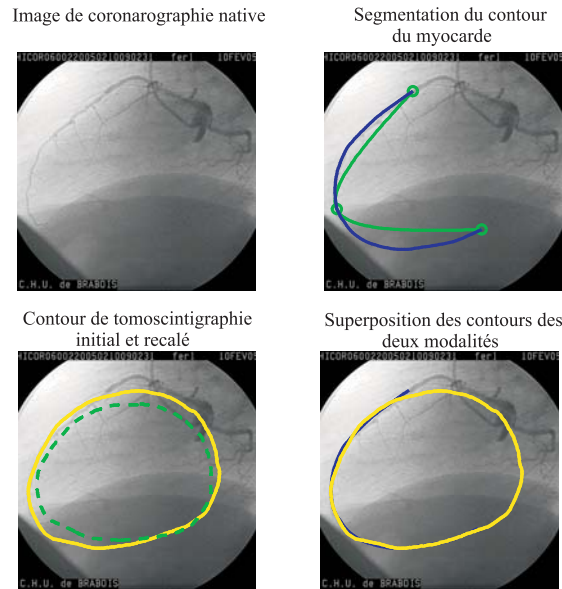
Résultats pour l'incidence 6. La segmentation du contour myocardique a bien fonctionné et l'étape de recalage nous donne une bonne correspondance entre le contour myocardique et le contour de la projection du volume de tomoscintigraphie.
